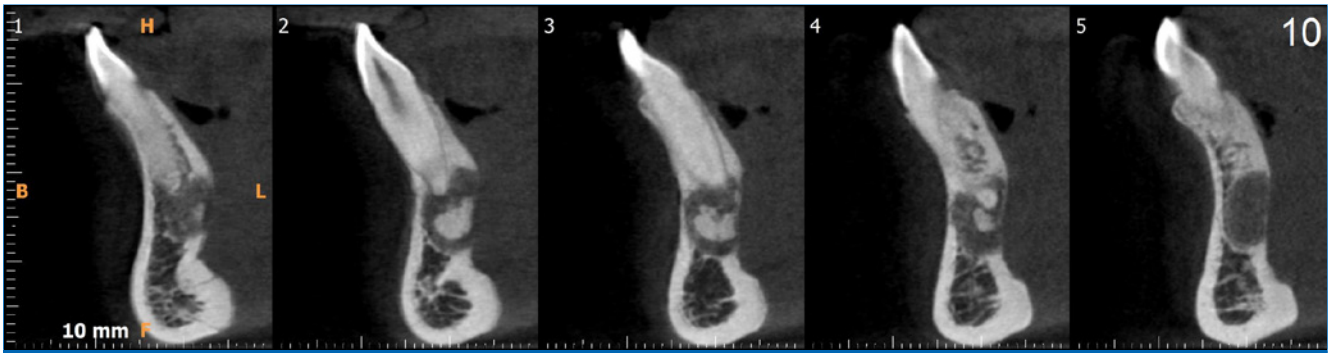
Tomografia computadorizada de corte sagital mostrando a calcificação de 2/3 da área radiolúcida (2017).
